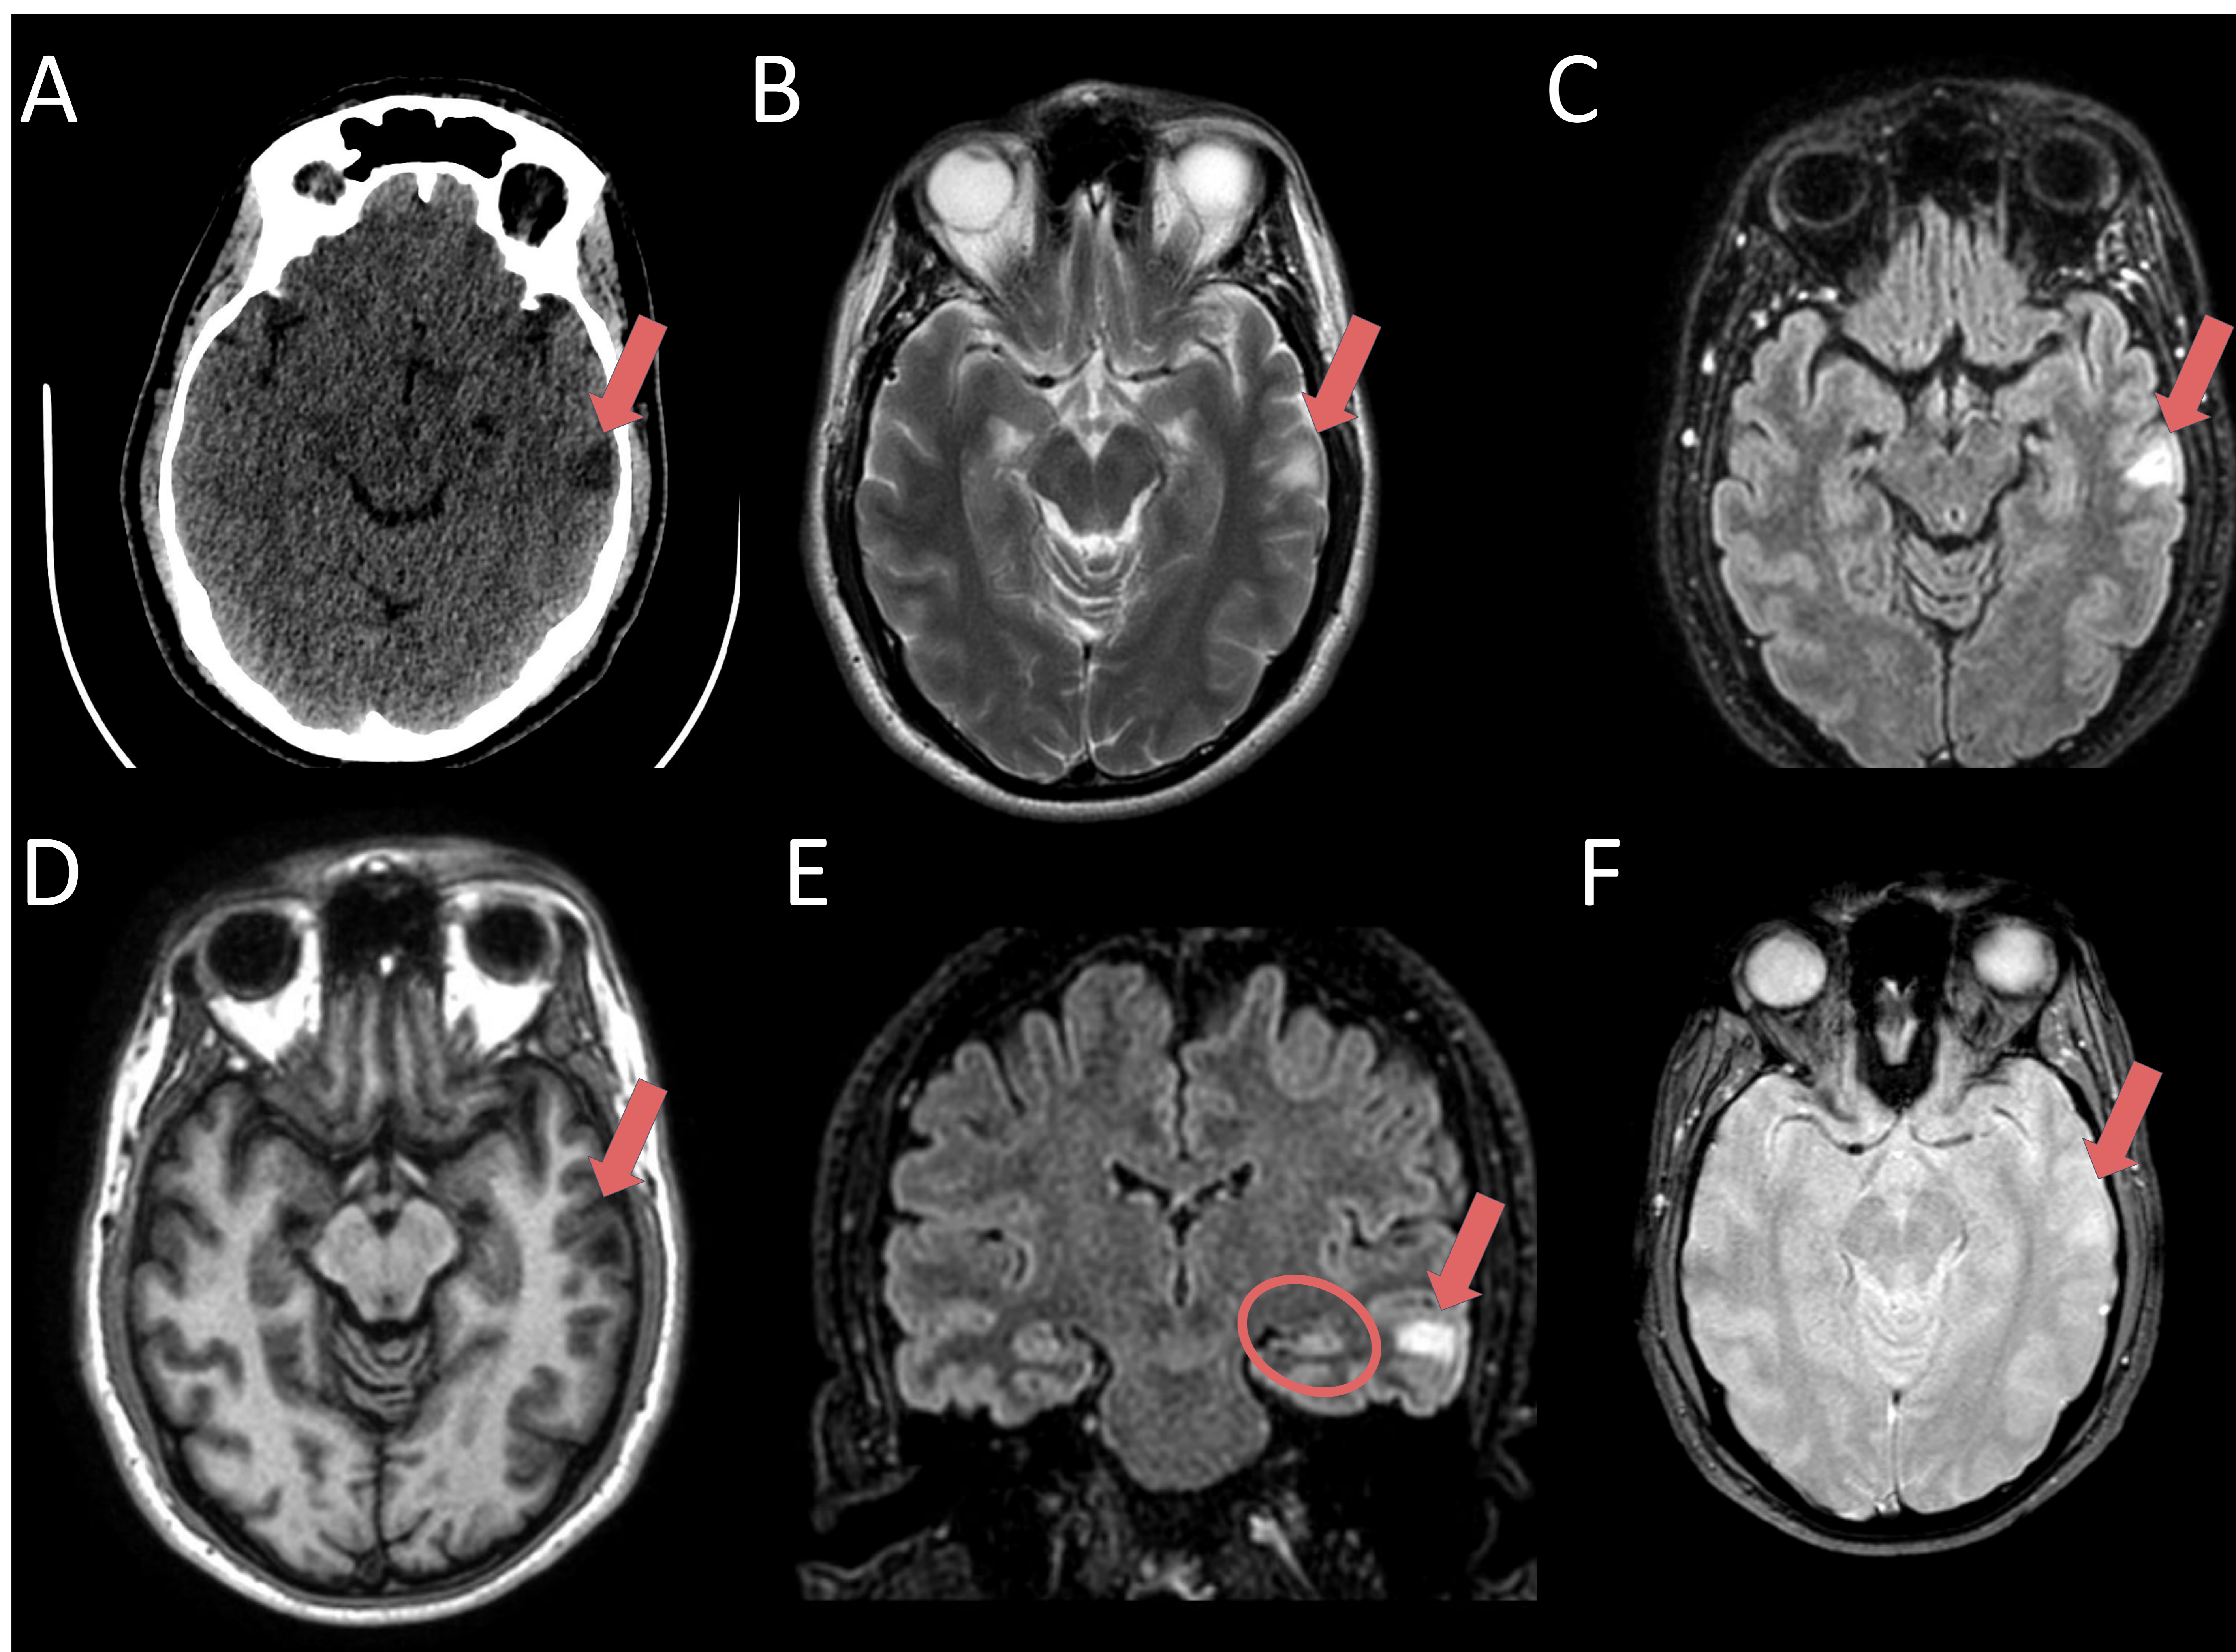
Varón de 38 con cefalea holocraneal de un mes de evolución que no mejora con tratamiento. TC corte axial (A). Se observa una lesión hipodensa temporal izquierda.
